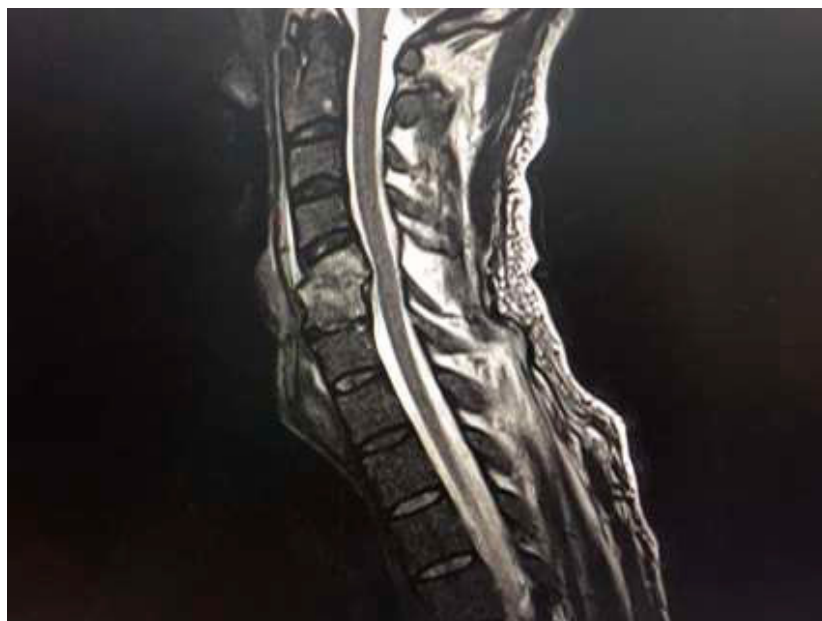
RMN de columna cervical
